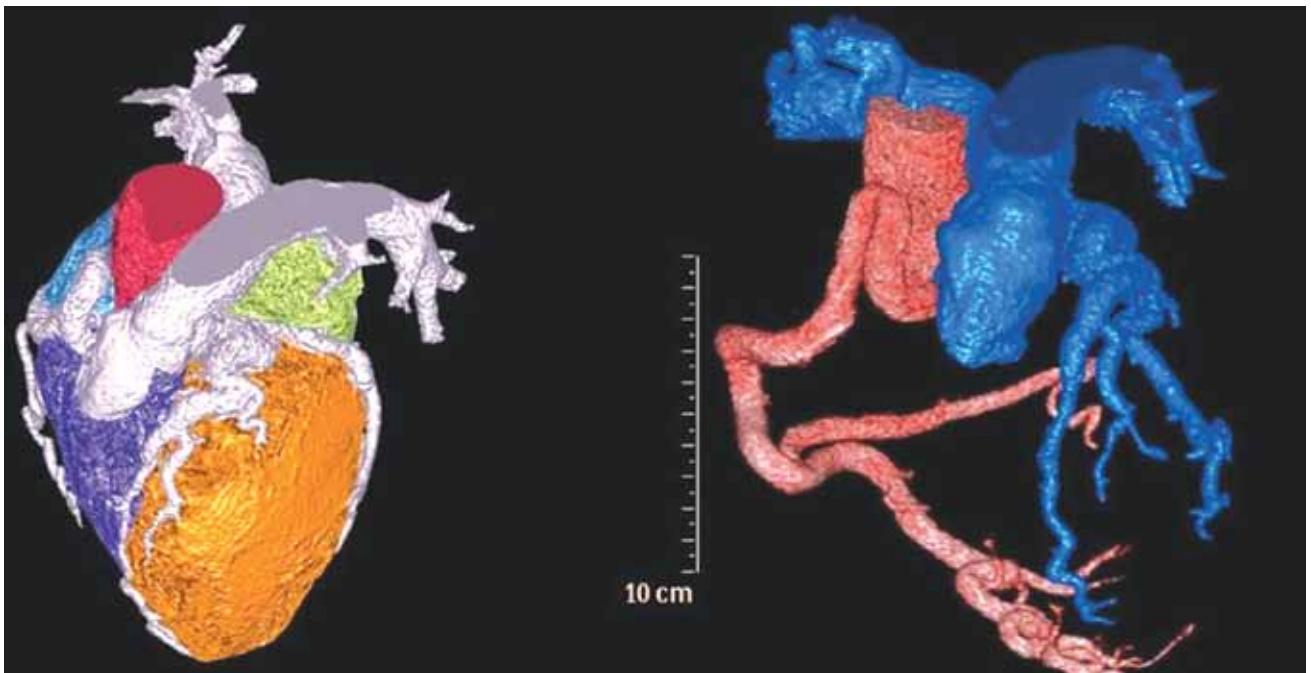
Angiotomografía computada multislice de las arterias coronarias de alta resolución que permite la visualización morfológica directa de las variaciones anatómicas en el origen de la arteria coronaria izquierda (ACI).
